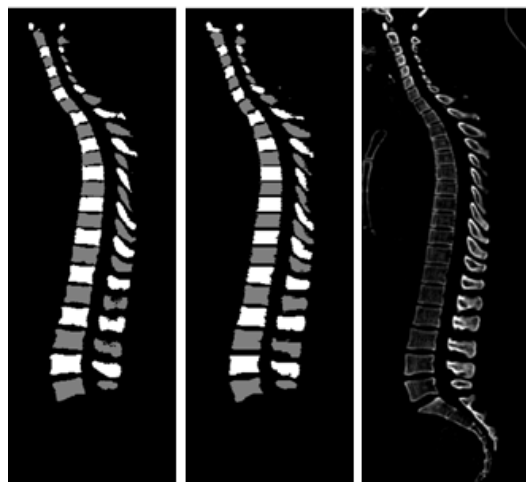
椎骨領域抽出結果。正中矢状断面画像。(左) 自動抽出結果。(中央) 手動的に入力した正解画像。(右) 実際の CT 画像。
